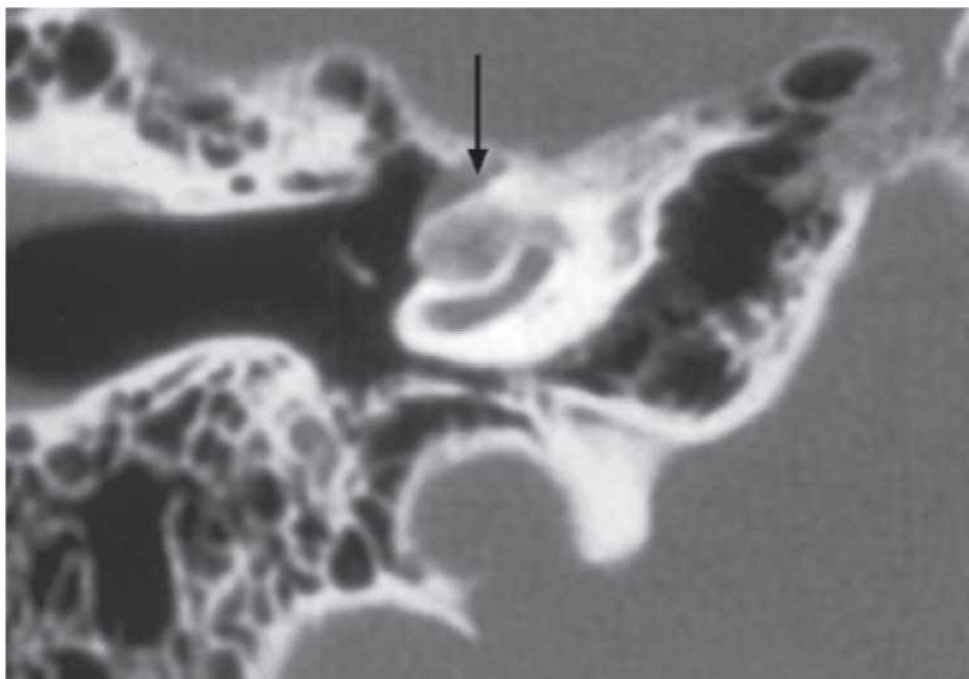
Tomografie computerizată (CT) axială care arată implicarea extinsă a porțiunii apicale a cohleei și a capsulei otice pericohleare. Cohleea are un aspect „pătat”, cu pierderea demarcației clare dintre lumenul endocohlear
